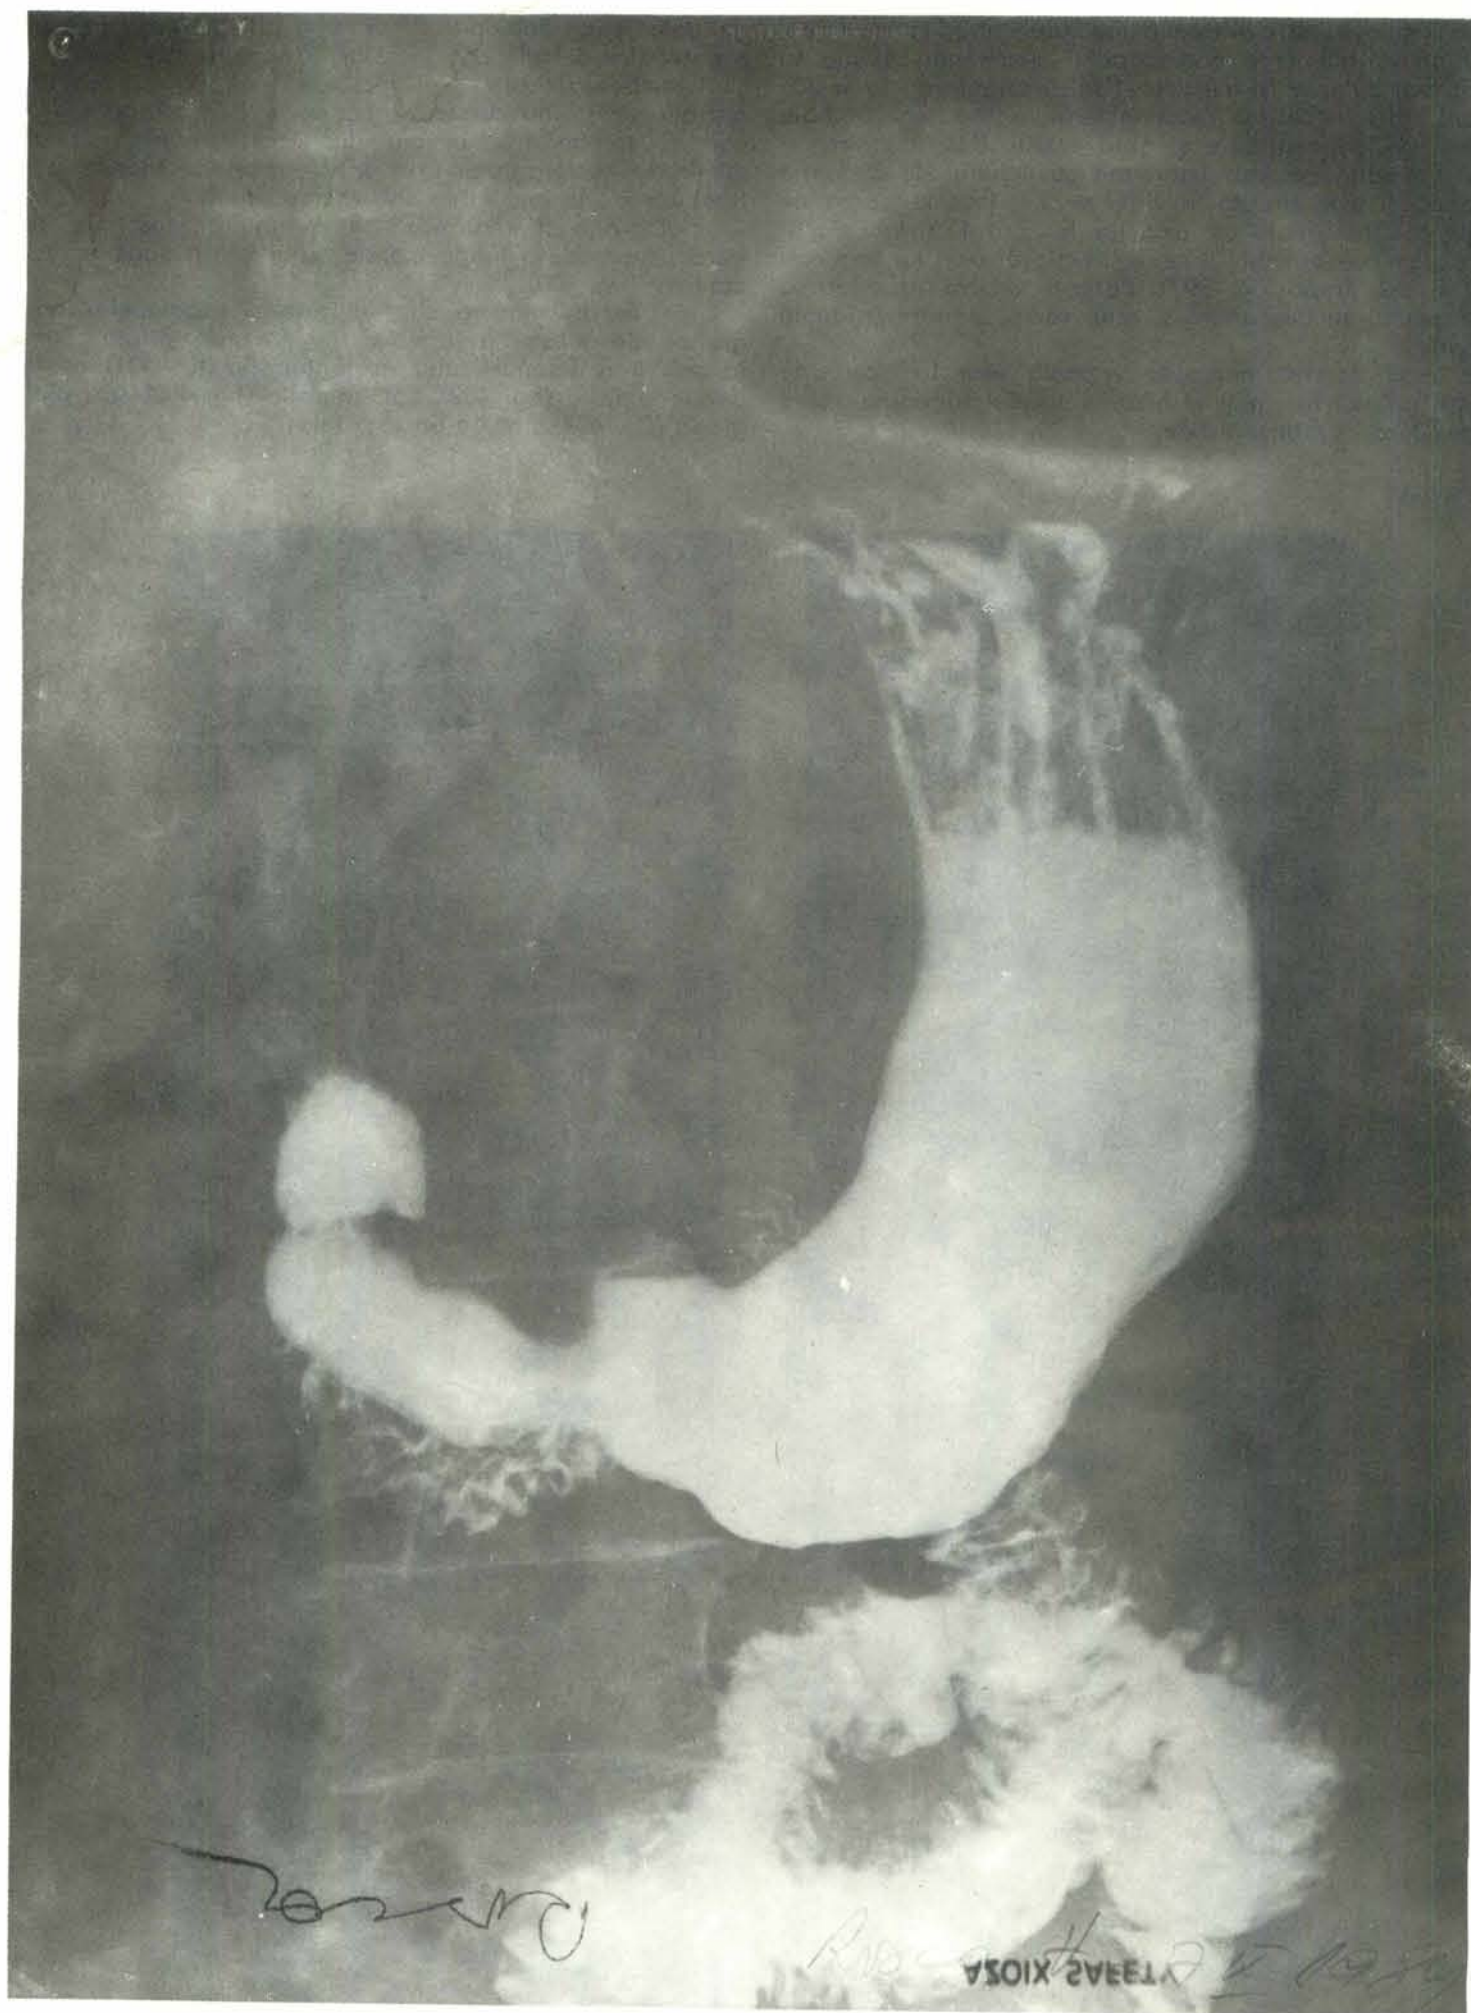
Radiografie gastro-duodenală.
